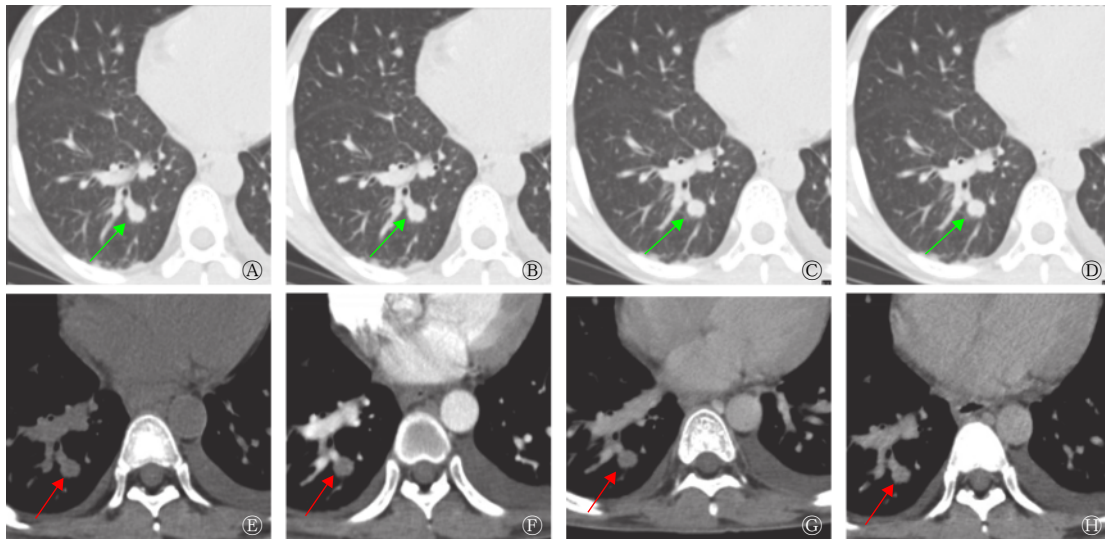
肺内结外NK/T细胞淋巴瘤患者(男性,27岁)胸部CT平扫及增强扫描图 图中,A~D:吸气相肺部薄层扫描连续层面,绿色箭头表示右下肺结节肺窗;E~H:CT增强扫描平扫、动脉期、静脉期及延迟期图像,红色箭头表示右下肺结节纵隔窗。CT:计算机断层摄影术
